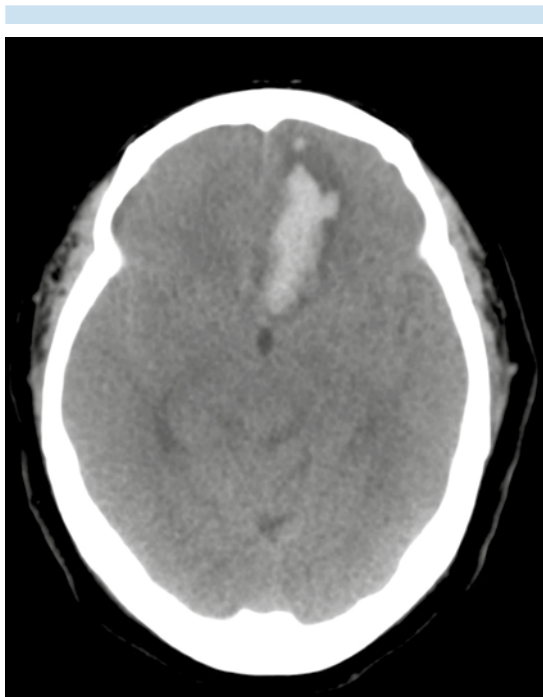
Tomografía, corte axial con ventana para parénquima: sangrado interhemisférico y porción ventral del lóbulo frontal izquierdo. Hay edema cerebral.
